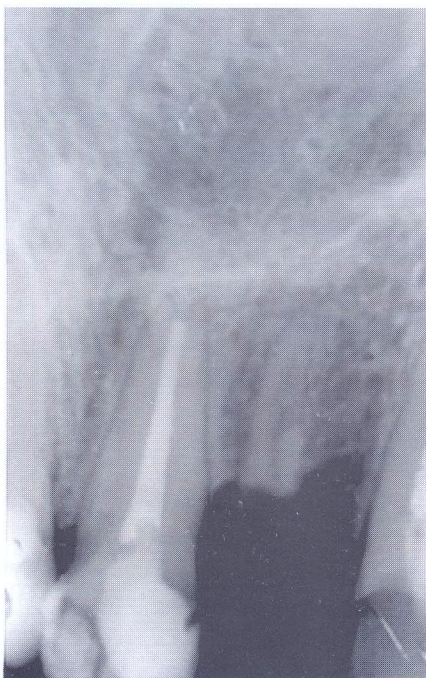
Radiografía tomada después de la fractura coronaria del ILS izquierda. (10/2002)
